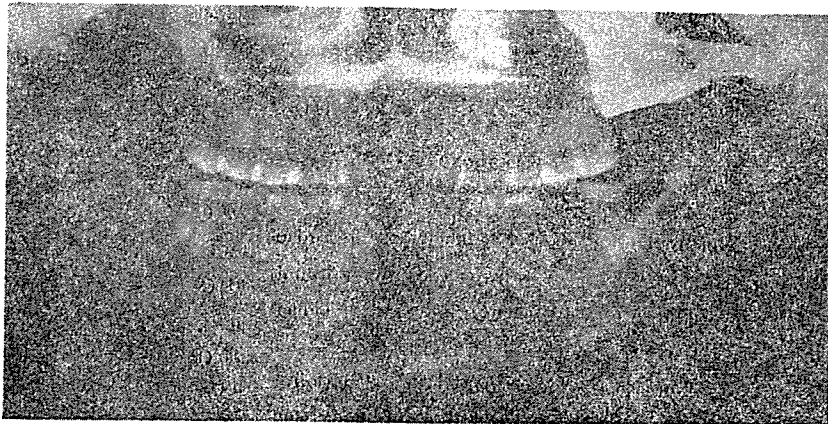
上顎洞 特殊 撮影法에 依한 上顎洞의 Orthopantomographic 像
